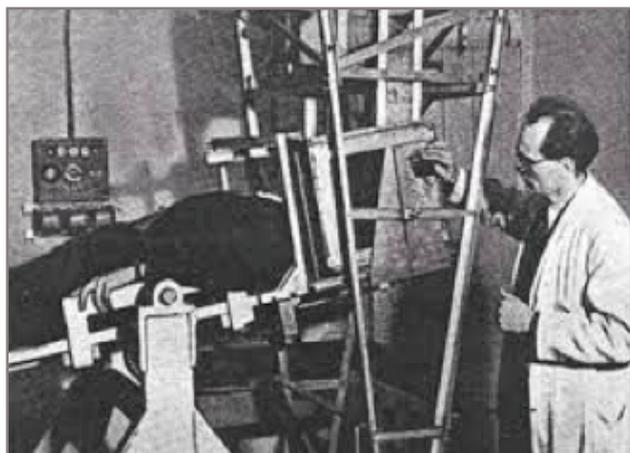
Primer equipo de ultrasonido en 1942. Tomado de Sudol-Scopincka et al. *History page: Leaders in MSK Radiology Karl Dussik. Seminar in musculoskeletal radiology*. 25.(1) 2021. Thieme Medical Publishers.
